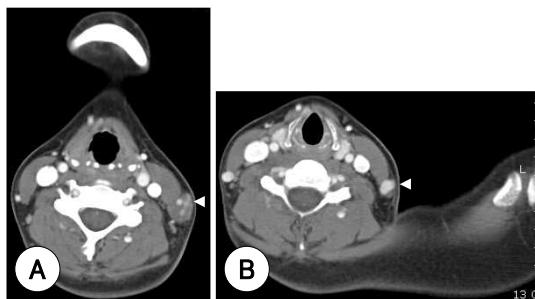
Preoperative Neck CT scan shows that 1.4 cm sized ill defined ovoid shaped subcutaneous mass (A, arrow head) within vessel encasement just beside left external jugular vein (B, arrow head) in the level of thyroid cartilage.
